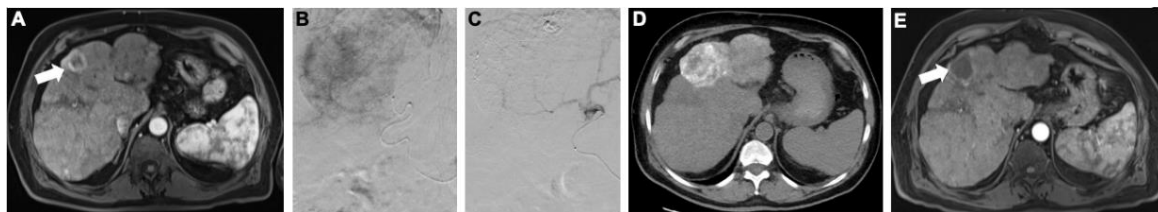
Radiologische Bildgebung des HCC im Kontext der cTACE. A) Die axiale KM-gestützte T1-gewichtete MRT in der arteriellen Phase zeigt ein typischerweise arteriell hypervaskularisiertes HCC (weißer Pfeil) im Lebersegment IVb vor der Behandlung. B) Die angiographischen Aufnahmen während der cTACE zeigen eine ausgeprägte KM-Anreicherung des Tumors vor Embolisation (sog. „Tumorblush“) und C) eine fehlende Kontrastierung des Tumors und der tumorversorgenden Arterienäste nach Embolisation. D) In der nativen Computertomographie (CT) 24 Stunden nach cTACE weist das Lebersegment IVb mit dem Tumor eine selektive Lipiodoldeposition auf. E) In der axialen KM-gestützten Magnetresonanztomographie sechs Wochen nach cTACE stellt sich das HCC nekrotisch und ohne KM-Anreicherung in der arteriellen Phase dar. (Originalabbildung durch die Autorin)
